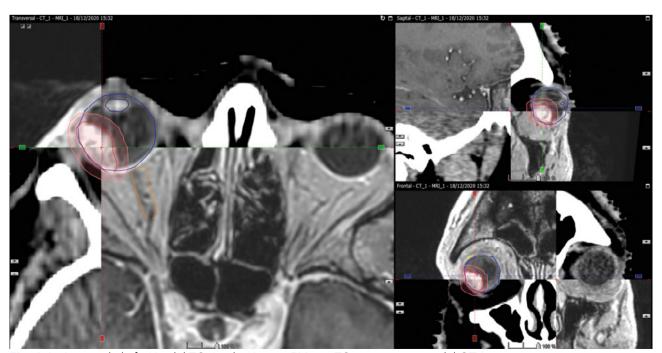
Imágenes de la fusión del TC simulación con RM con TC para contorneo del GTV.
